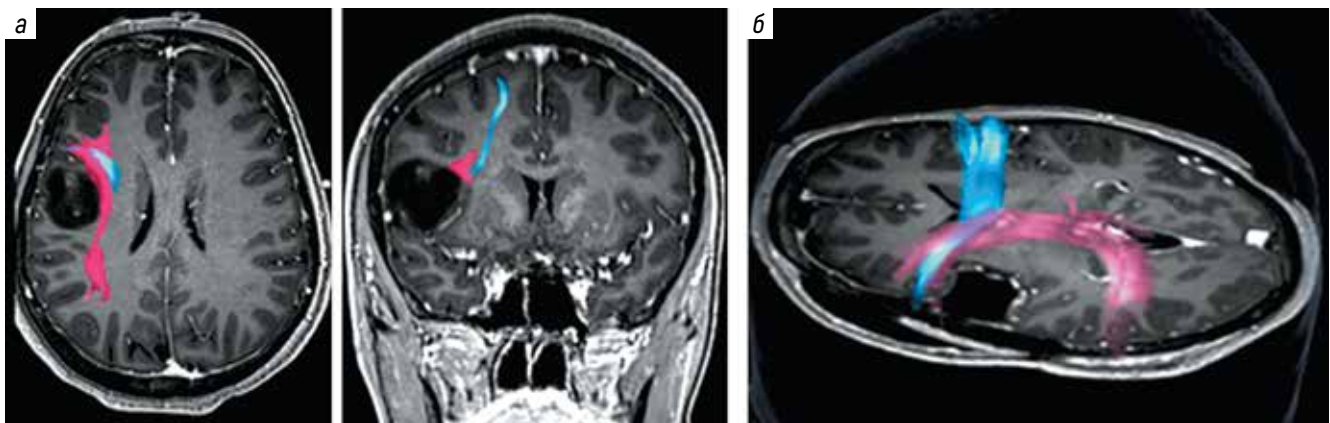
МРТ-трактография: а – до операции: аксиальная и фронтальная проекции, SLF/AF проходит на расстоянии до 1 мм от края опухоли (розовый цвет), FAT – до 3,3 мм (голубой цвет); б – после операции: опухоль удалена радикально, волокна SLF/AF и FAT сохранены
